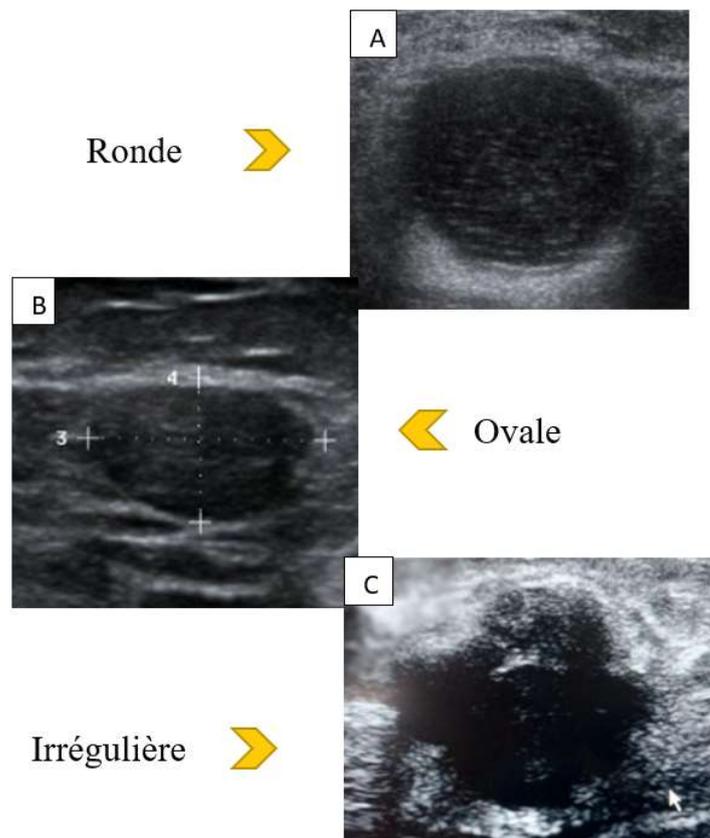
formes des masses en échographie mammaire selon le lexique BIRADS : A. Masse ronde : kyste mammaire. B. Masse ovale : fibroadénome. C. Masse irrégulière : cancer
